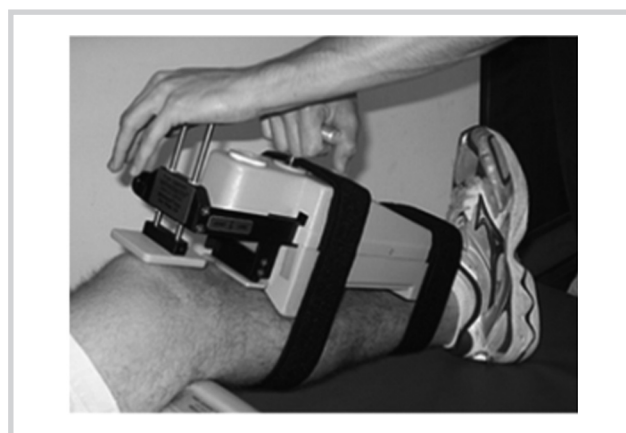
Артрометр КТ-1000.
